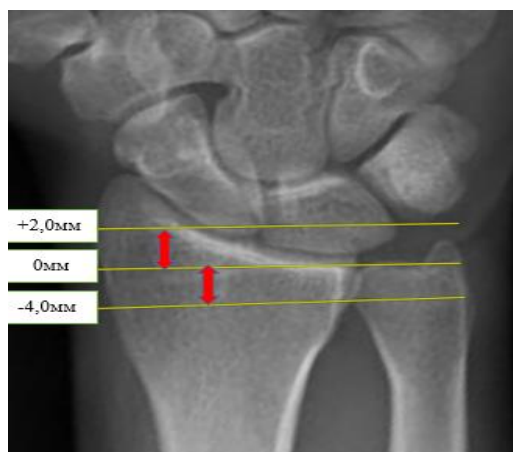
Рентгенологическая оценка варианта локтевой кости в прямой проекции
